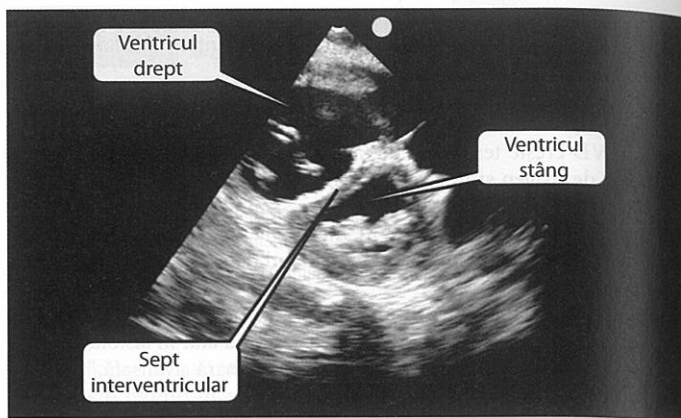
Ecografie cardiacă, fereastră parasternală ax-scurt al ventriculului drept și stâng. A se observa aplatizarea septului interventricular în timpul sistolei, ce sugerează o presiune sistolică ventriculară dreaptă crescută. Această caracteristică este cunoscută ca sept în forma literei D. [Imagine folosită cu permisiunea lui Haney Mallema, MD, Departamentul de Urgență al Universității de Medicină din Maryland.]
